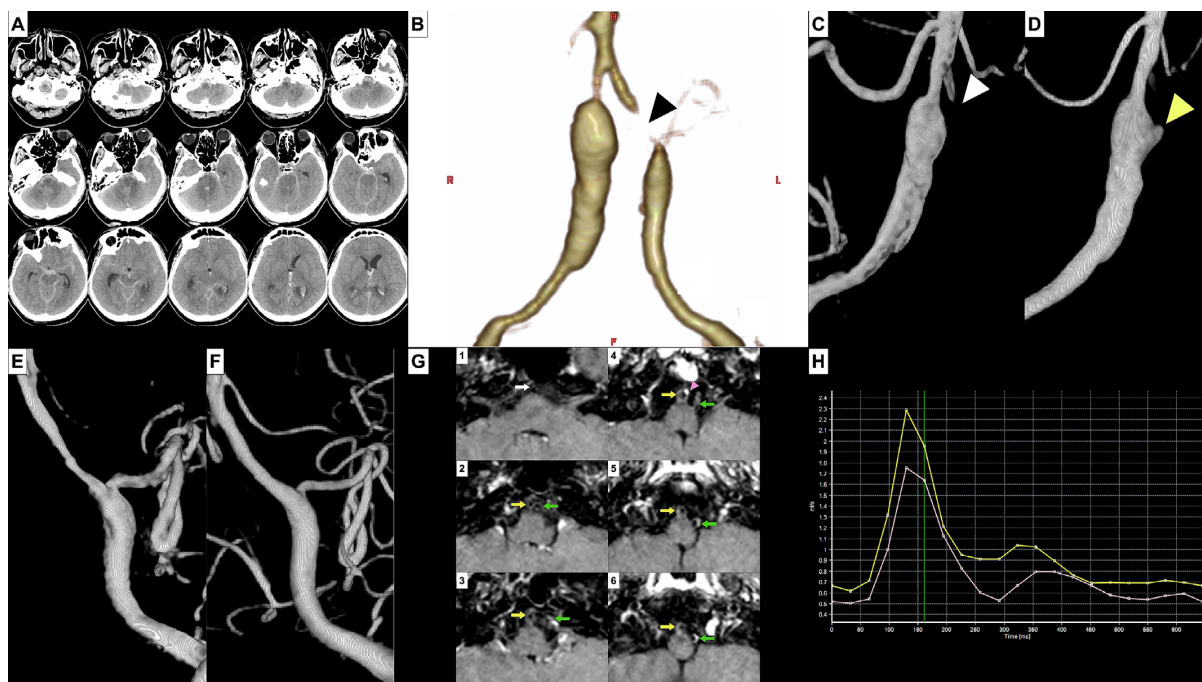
A, Non-contrast head CT on admission (day 0) showing SAH that is slightly prominent in the posterior fossa. B, 3D CTA on day 0 showing bilateral VADAs. A black arrowhead indicates contrast defect due to a stenotic lesion in the distal portion of the left VADA. C, 3D RA of the right VADA on day 1. A white arrowhead indicates the retrogradely visualized left VA. D, 3D RA of the right VADA on day 1. A yellow arrowhead indicates newly appearing bulging on the right VADA. E, 3D RA of the left VADA on day 1. F, 3D RA of the left VADA on day 17 showing improvement in the stenotic lesion in the left VA. G, Vessel wall MRI (gadolinium-enhanced VISTA T1-weighted imaging) on day 17. 1 to 6 means distal to proximal cross sections. A white arrow indicates VA union. Yellow and green arrows indicate the right and left VAs, respectively. A pink arrowhead indicates the area of strongest wall enhancement of the right VADA. H, Patient-specific blood flow velocity waveforms in bilateral extracranial VAs obtained by phase contrast MRI on day 8 (pink, right VA; yellow, left VA).
